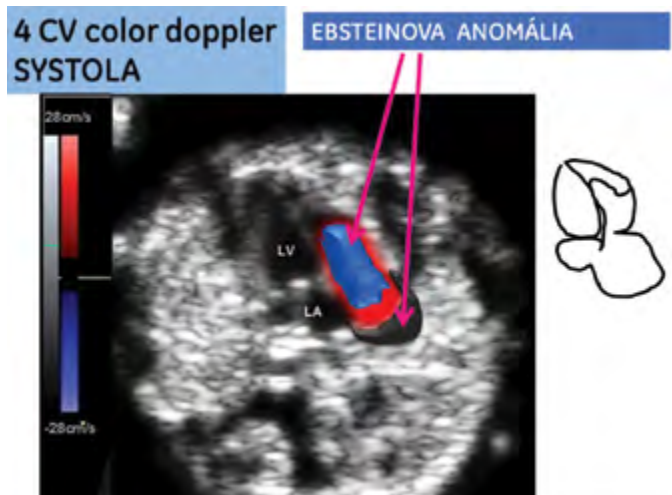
Priechy rez hrudníkom, doppler nastavený na 28 cm/s, farebná škála nastavená obvyklým spôsobom, t. j. tok krvi smerujúci k sonde je kódovaný červenou farbou, tok smerujúci od sondy je kódovaný modrou farbou.
